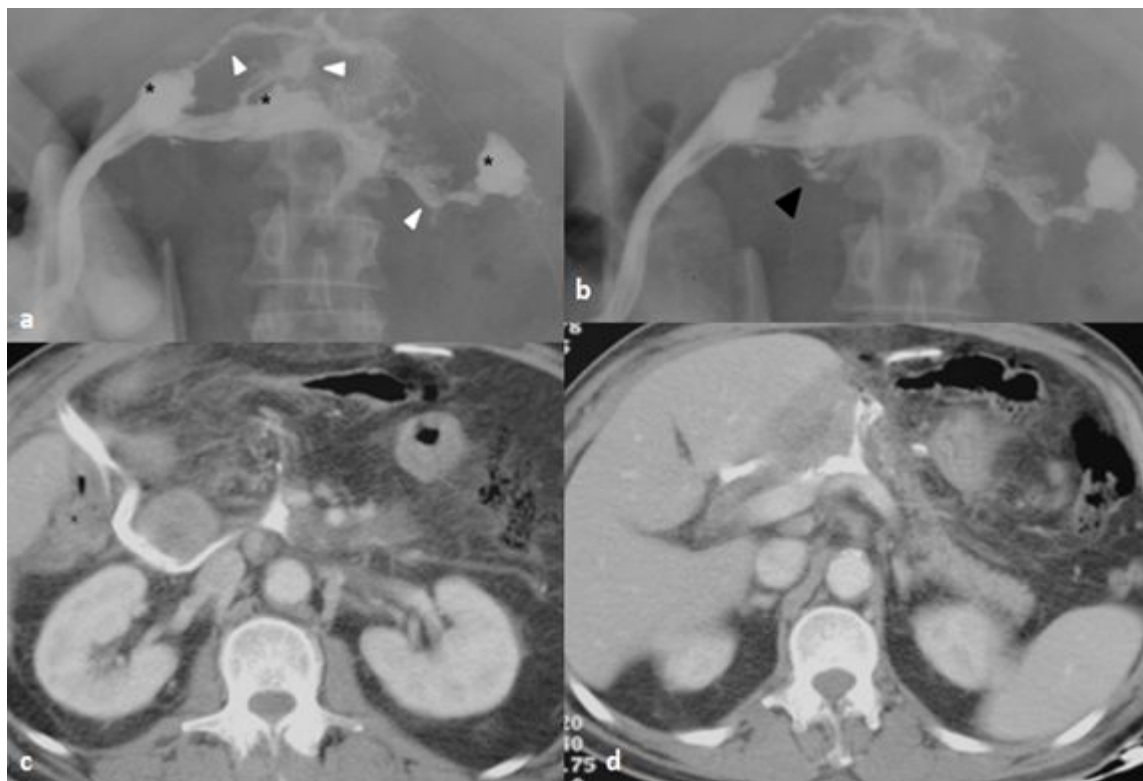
Фистулография (А, В). Контрастное вещество введено через правый наружный дренаж. Скопления жидкости не связаны с просветом тонкой кишки, что хорошо документируется КТ-изображениями.
